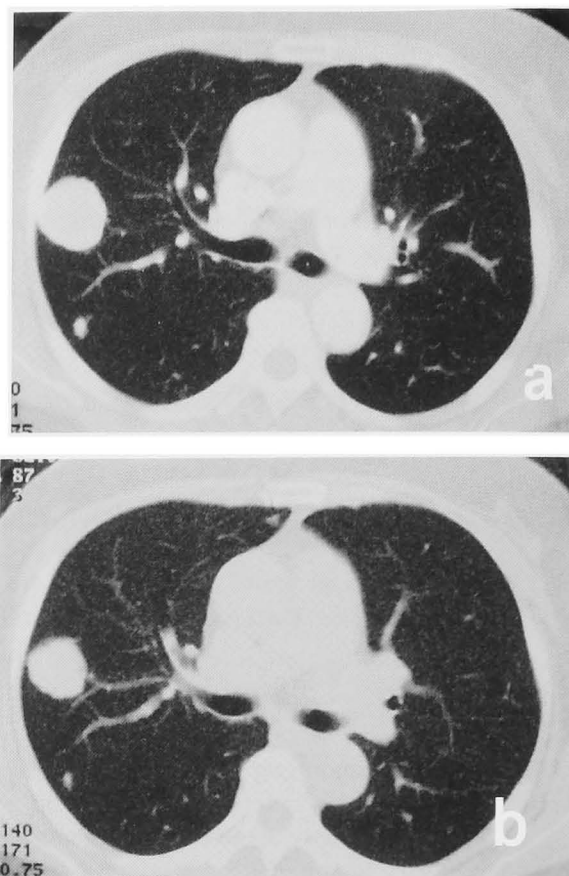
Chest CT of case 2 before (Fig. 2a) and after (Fig. 2b) 3 courses of the immunochemotherapy.
